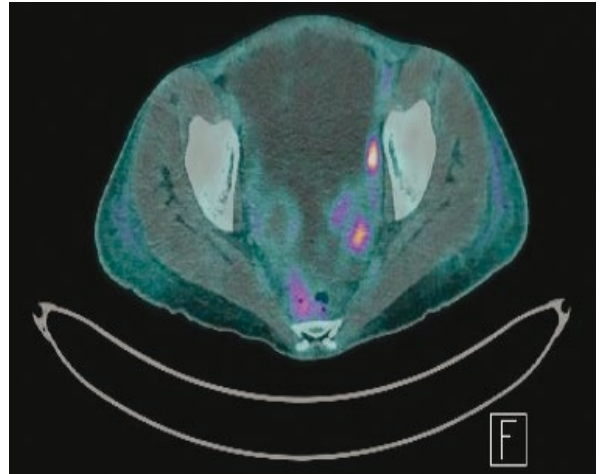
PET-CT shows cystic masses with hypermetabolic solid portion in the pelvic cavity
